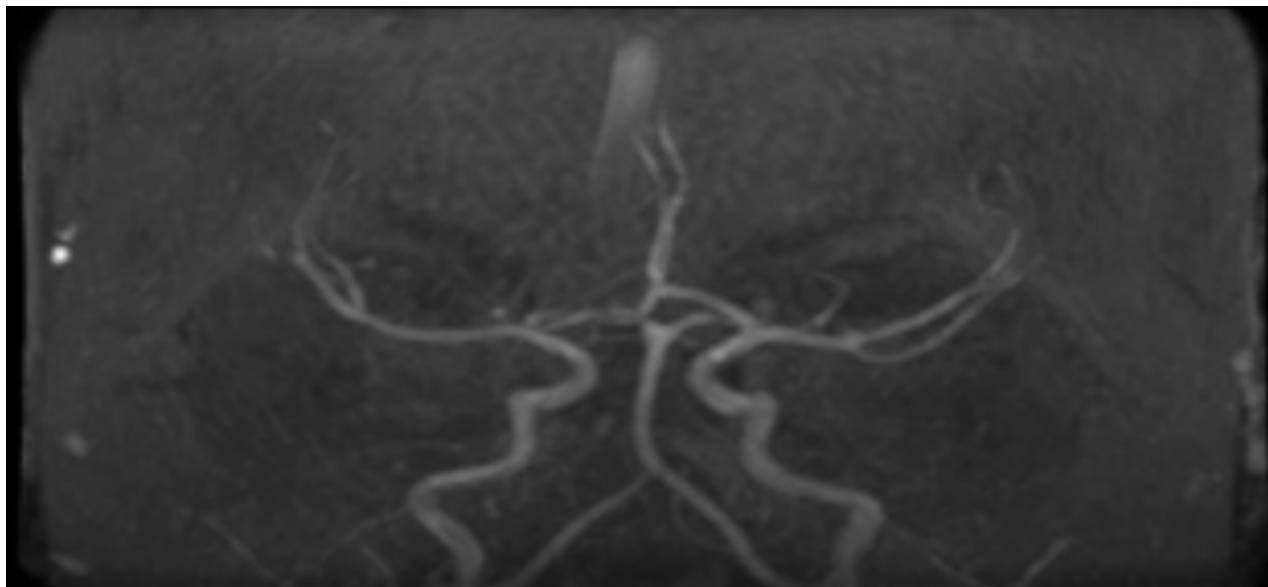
Angioresonancia de encéfalo: Lesiones vasculíticas a nivel de tálamos
